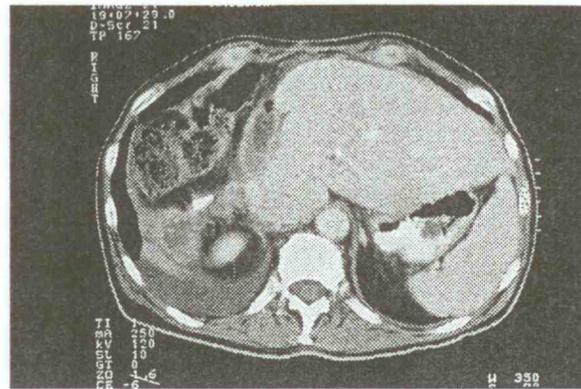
Kontroll-CT des Patienten von Abbildung 1 vier Monate nach erfolgter Leberresektion. Deutliche Regeneration der Restleber nach erweiterter Hemihepatektomie rechts.
